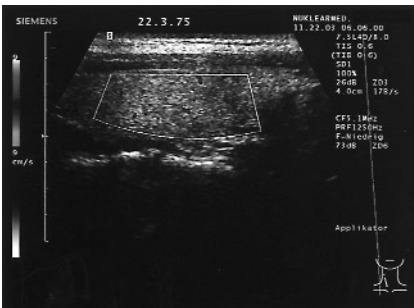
Farbduplexsonographie der Patientin bei Erstuntersuchung
